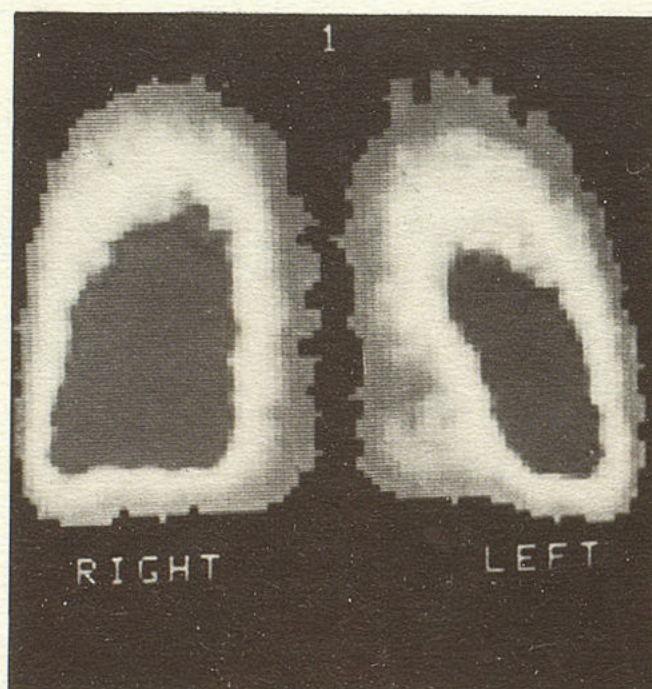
Сцинтиграмма больного с легкими нарушениями (1-я подгруппа). Незначительное снижение капиллярного кровотока в легких.
